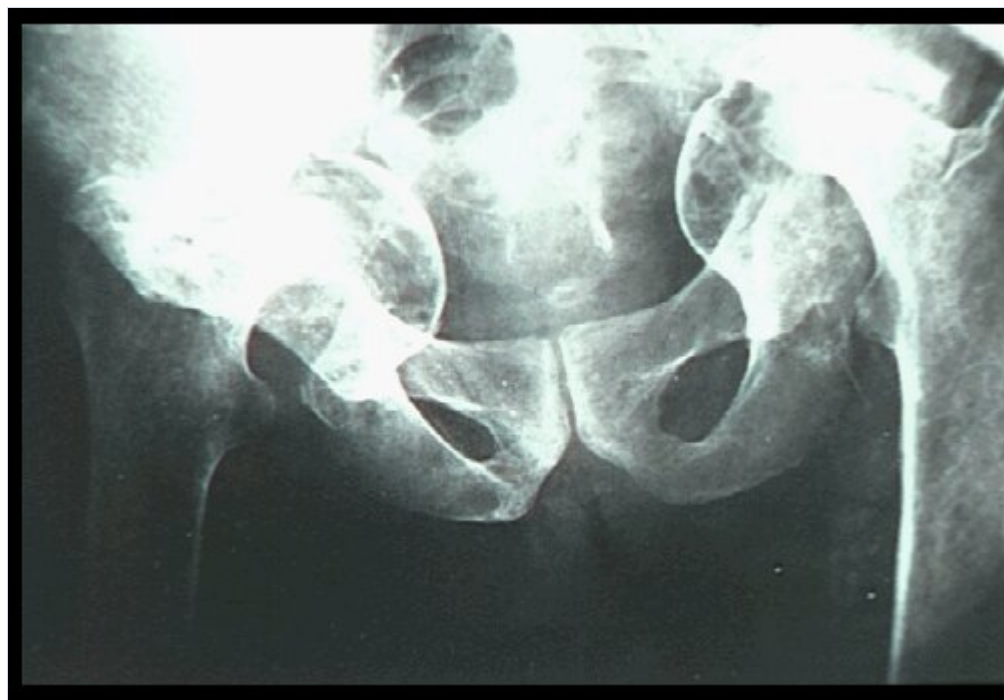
Cadera en artritis reumatoide (a) Radiografía de pelvis de un paciente con artritis reumatoide clásica seropositiva, que fue tomada al inicio de la enfermedad. (b) Otra radiografía tomada 4 años después muestra protrusión acetabular marcada y resorción de las cabezas femorales, datos característicos de la enfermedad.
